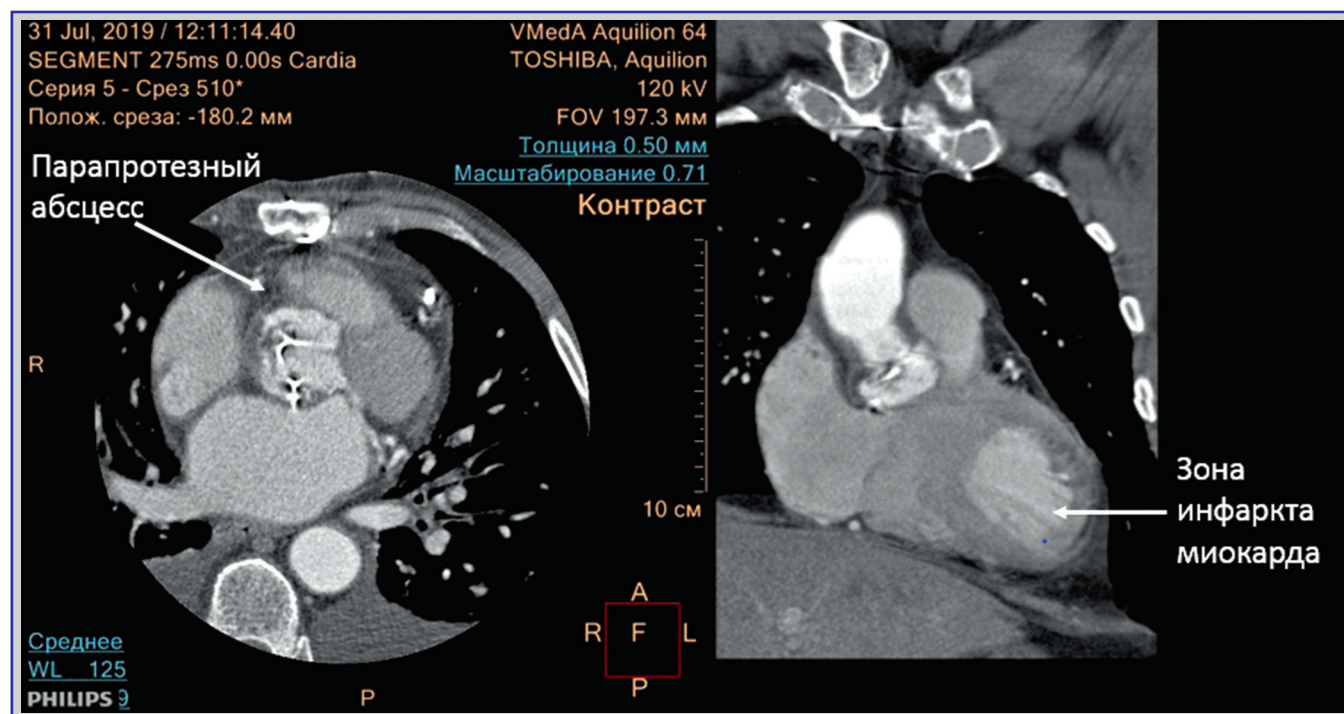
Данные компьютерной томографии сердца с контрастированием. Слева визуализируется гиподенсная зона парапротезного абсцесса, справа – зона обширного инфаркта миокарда передней стенки левого желудочка
